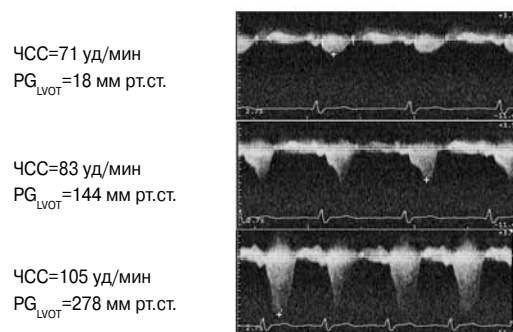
Стресс-эхокардиография с постоянно-волновой доплерографией выносящего тракта ЛЖ у пациента с гипертрофической кардиомиопатией. В ходе теста градиент давления в выносящем тракте ЛЖ (PG_{LVOT} увеличивается с 18 до 278 мм рт.ст.).
